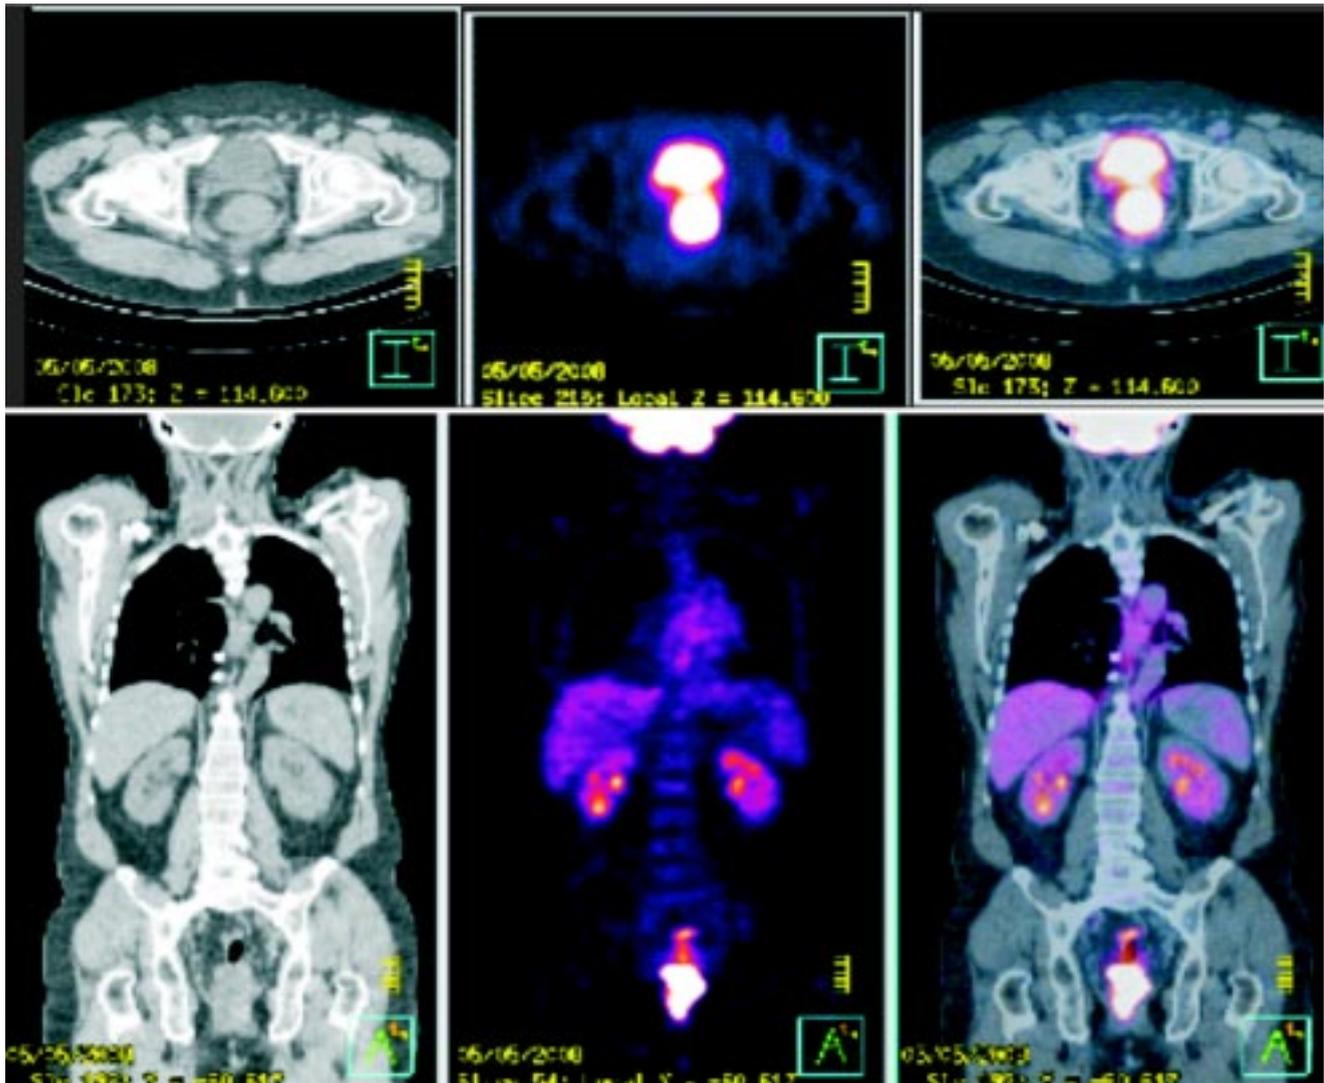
Paciente masculino de 63 años de edad, quien inició su padecimiento actual hace tres meses con estreñimiento, pujo y tenesmo, escasa hematoquesia sin dolor. Se realizan tres biopsias, la última reportó adenocarcinoma mucinoso de recto infiltrante a 6 cm del margen anal. En imágenes TC el recto se observa con presencia de proceso neoplásico que condiciona engrosamiento circunferencial de la pared que tiene una longitud cefalocaudal de 9 cm y su extremo inferior se localiza aproximadamente a 4 cm del margen anal, mostrando engrosamiento asimétrico de la pared en el lado derecho donde no se descarta invasión a la grasa perirrectal adyacente. Se observa una masa con hipermetabolismo en región rectal con SUV de 24.1
